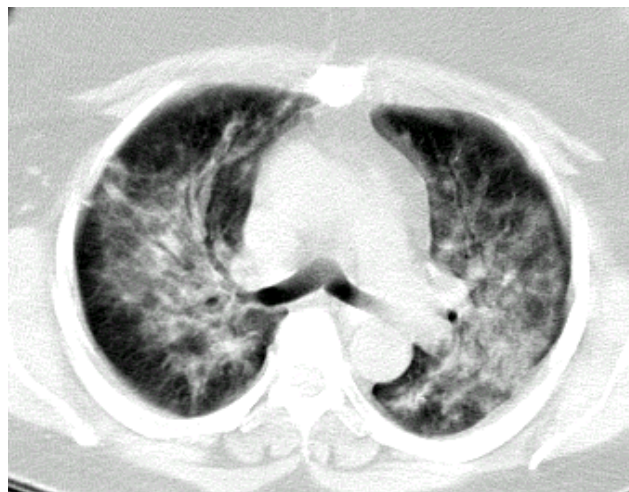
Tomografía de tórax. Infiltrado intersticio-alveolar difuso bilateral a predominio de los campos medio e inferiores.
